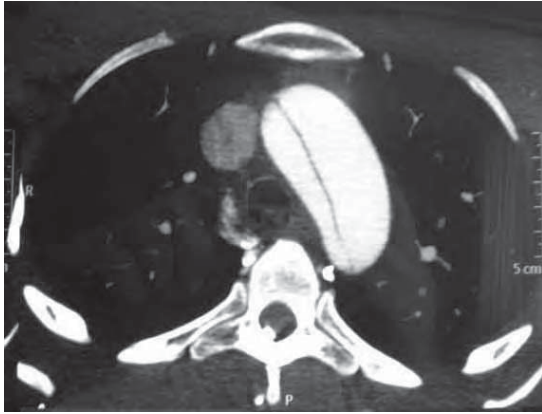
/4.- TAC multislice de tórax. Se observa disección del cayado aórtico con obstrucción prácticamente completa del tronco braquiocefálico (tipo A de Stanford)
